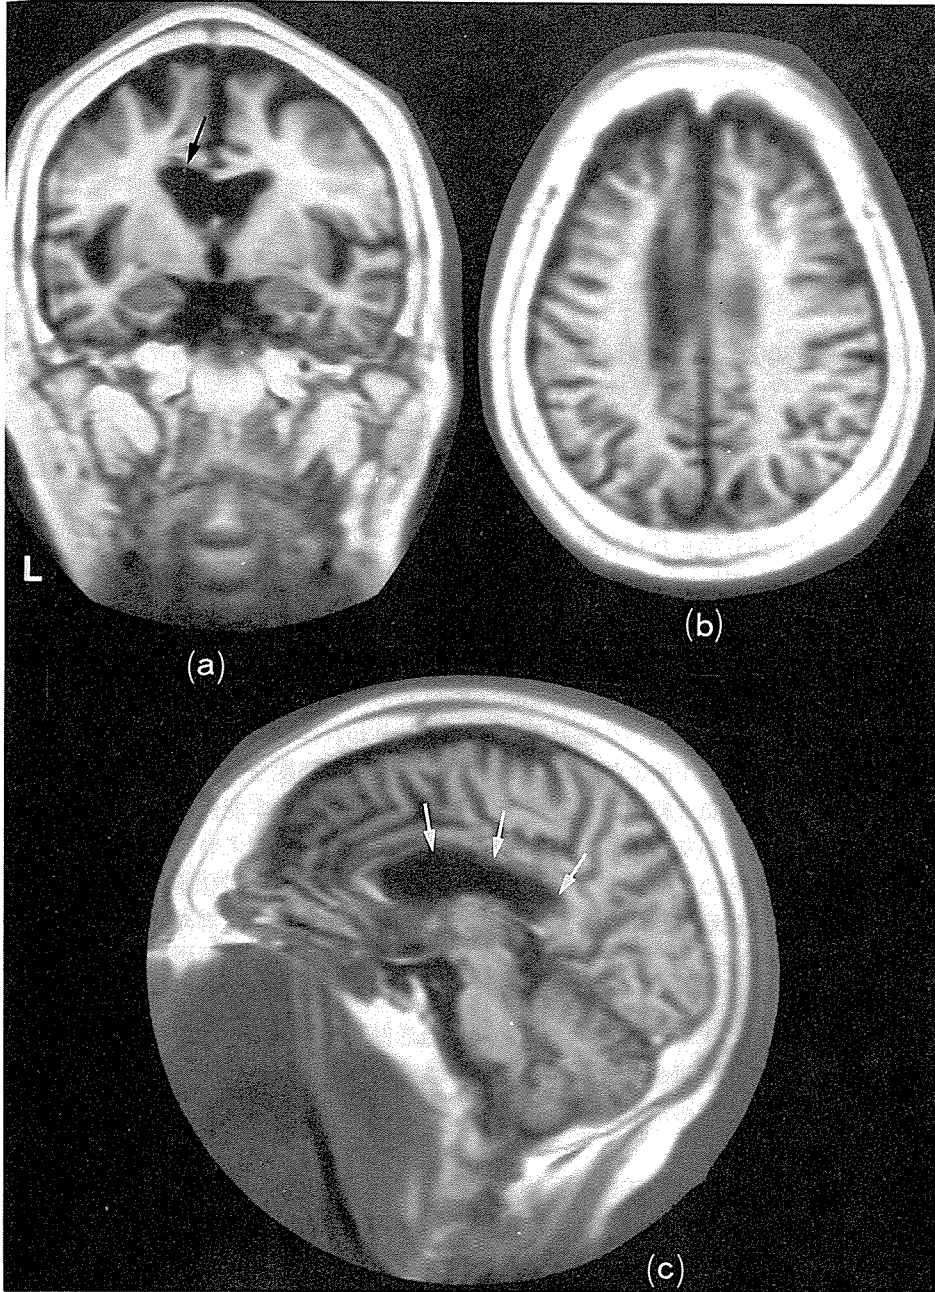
症例2 [脳梁限局病変による左側の観念運動失行] のMRI, IR法 (Tr 2080 ms, Ti 500ms) (1985年12月17日撮像)
